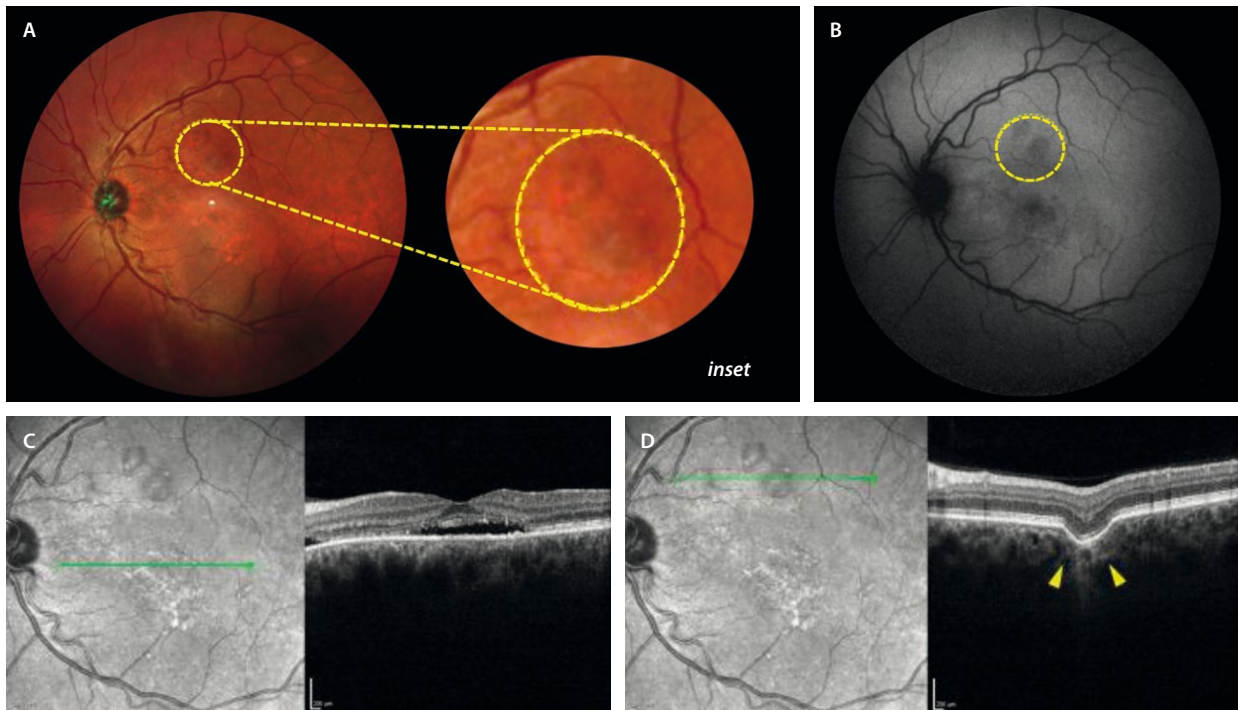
Excavación coroidea focal. A) La retinografía a color puede ser normal o mostrar cambios de pigmentación (círculo amarillo en *inset*). B) La autofluorescencia puede revelar cambios de hipoautofluorescencia (círculo amarillo). C) El corte de la tomografía de coherencia óptica a nivel foveal evidencia fluido subretiniano foveal, así como adelgazamiento de las capas externas y cambios en el epitelio pigmentario de la retina. D) El corte de la tomografía de coherencia óptica en las áreas de hiporreflectividad en la imagen cercana a la infrarroja muestra una lesión de adelgazamiento coroideo focal conformacional (delimitada por triángulos amarillos).
